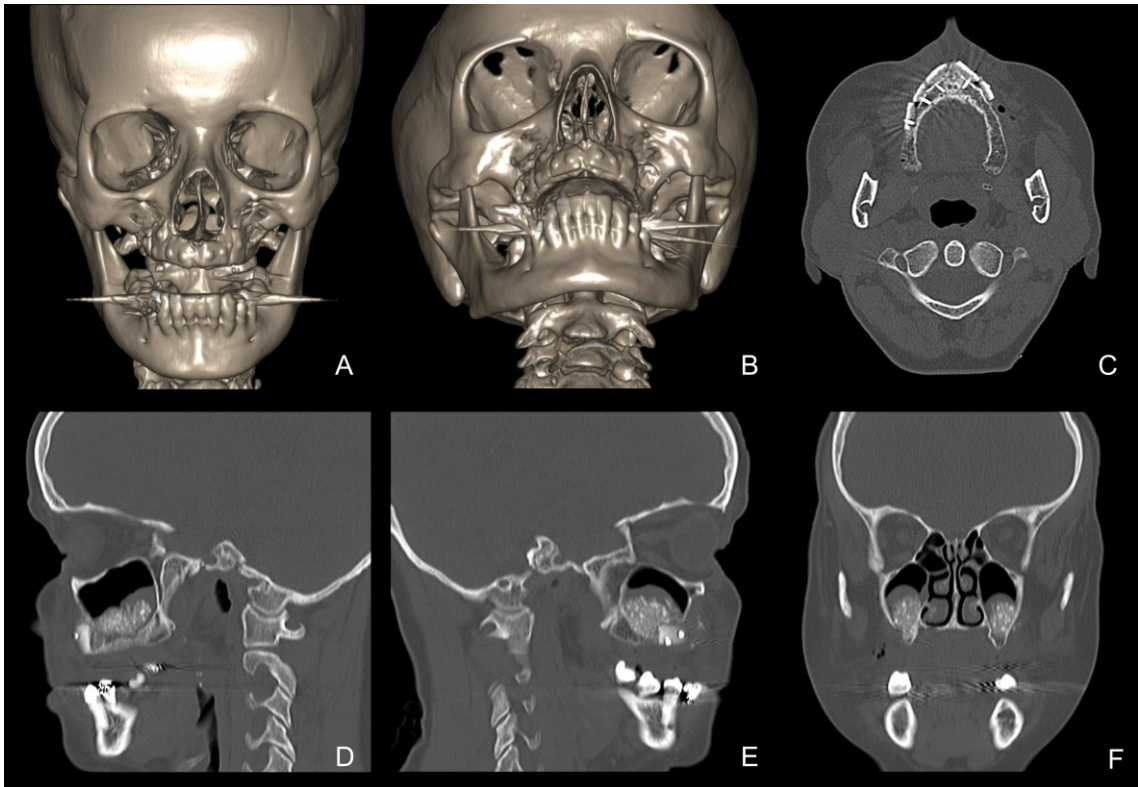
Tomografia Computadorizada Helicoidal pós-operatória, mostrando ganho em espessura nas visões (A) frontal e (B) inferosuperior da reconstrução tridimensional e no (C) corte axial. Ganho em altura posterior pós levantamento de seio maxilar nos nos cortes (D) sagital esquerdo, (E) sagital direito e (F) coronal.
